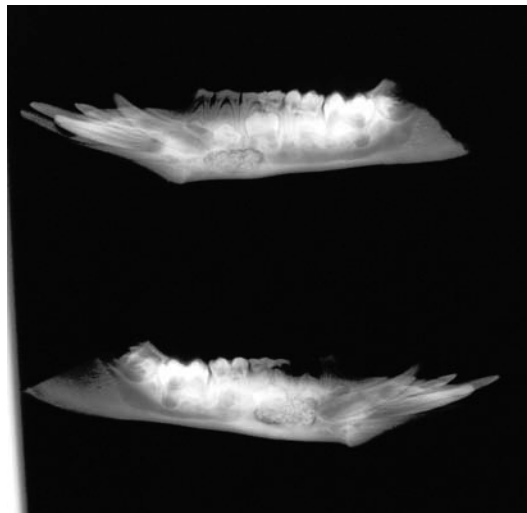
Röntgenologischer Befund der Gruppe O nach 5 Wochen; Darstellung jeweils rechts und links
